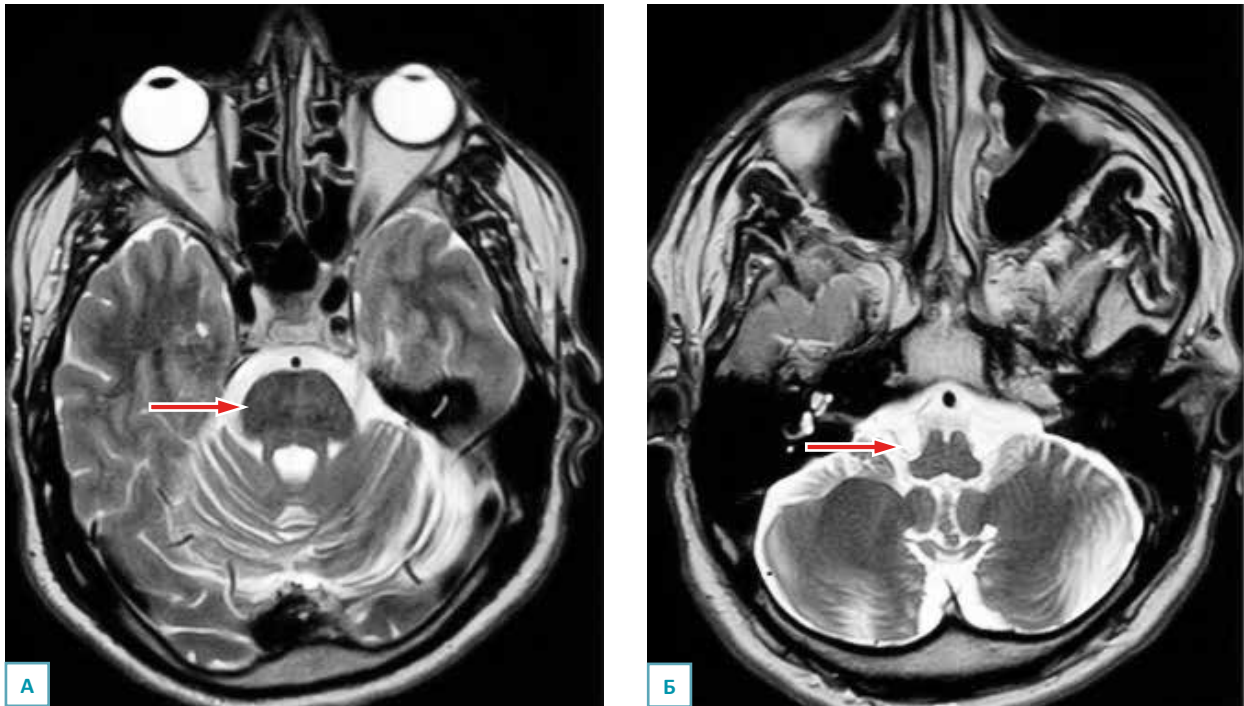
МРТ, T2-ВИ, аксиальный срез через отделы моста: А – признак "hot cross bun"; Б – атрофия моста. Расширение: большой затылочной, премостовой, мостомозжечковой, межножковой, обводной цистерн.
